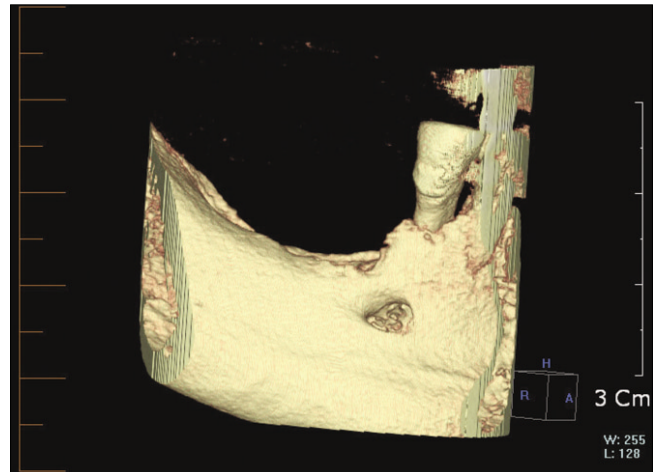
Preoperative 3 dimensional view cone-beam computerized tomography (CBCT) scan showing the right mandibular alveolar ridge.
